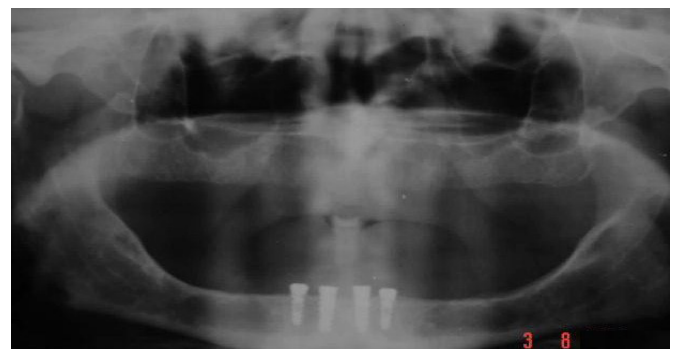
КТ после имплантации
